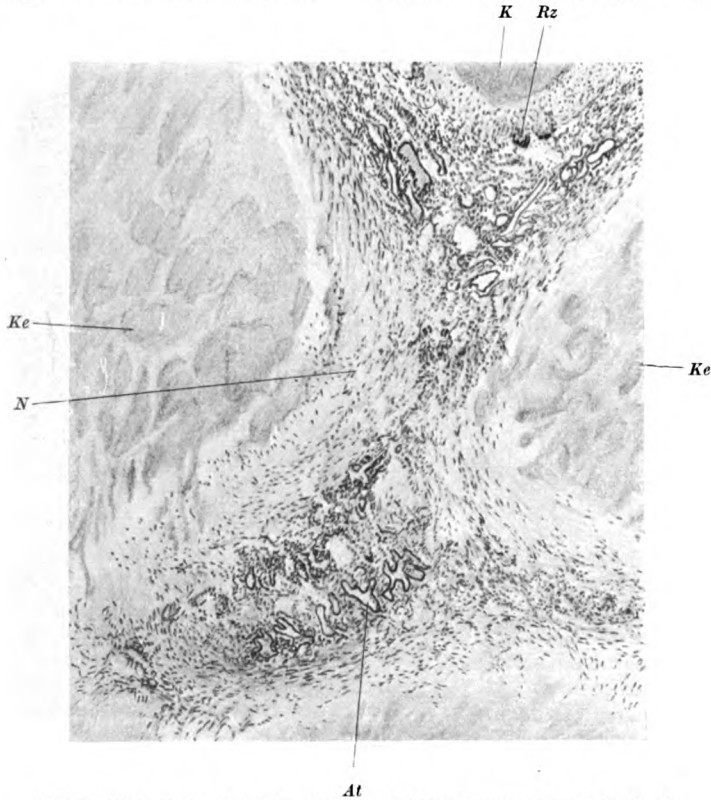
Cirrhotische Schwiele. Darin produktive wie exsudative Käseherde. Makroskopisch nicht zu trennen. Im Röntgenbild ganz verwaschene Schatten. (Von Fall II.)
